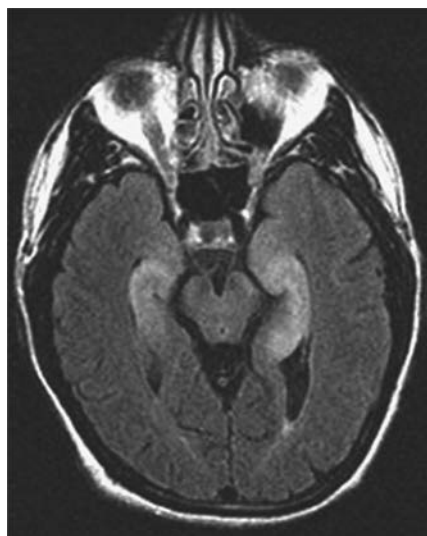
边缘叶脑炎伴 LGI1 抗体患者的压水反向回序列 MRI 表现(注意双侧颞叶近中线异常高信号)
